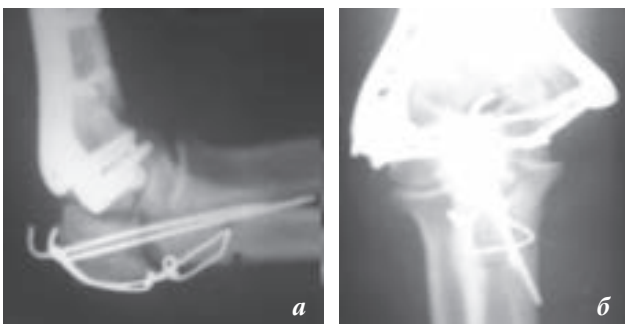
Рентгенограми хв-ї Г. Закритий внутрішньосуглобовий перелом дистального метаепіфіза правої плечової кістки. Через 6 тиж. після операції видно міграцію металоконструкції, повторне зміщення фрагмента ліктьового відростка, консолидація перелому плечової кістки: бокова (а), пряма (б) проекції
